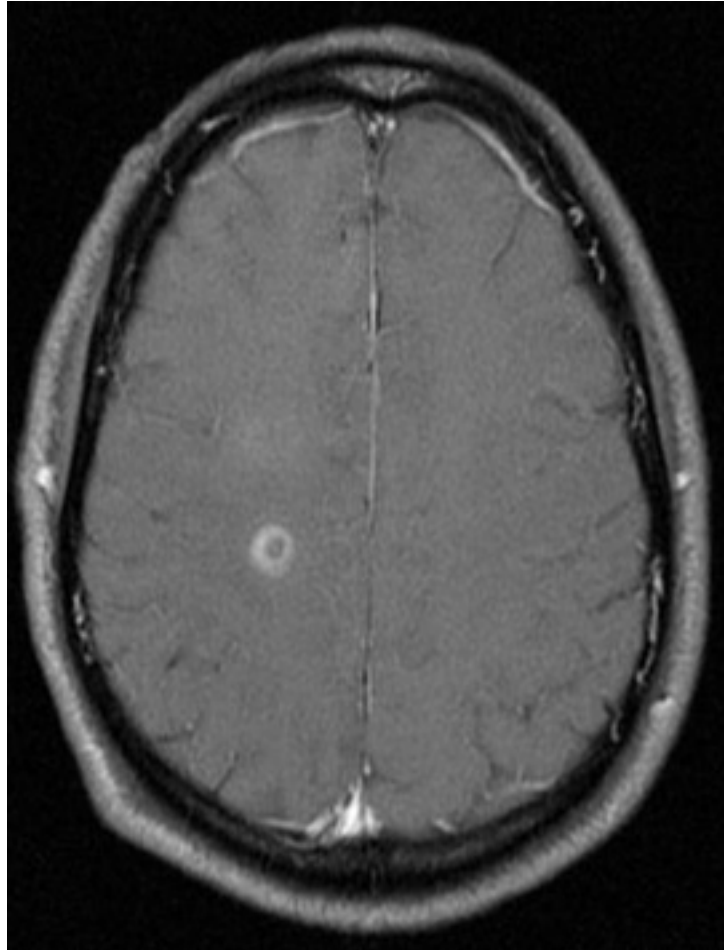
Chuỗi hình ảnh MRI não của bệnh nhân bị viêm não tủy lan tỏa cấp tính: vùng quanh não thất
